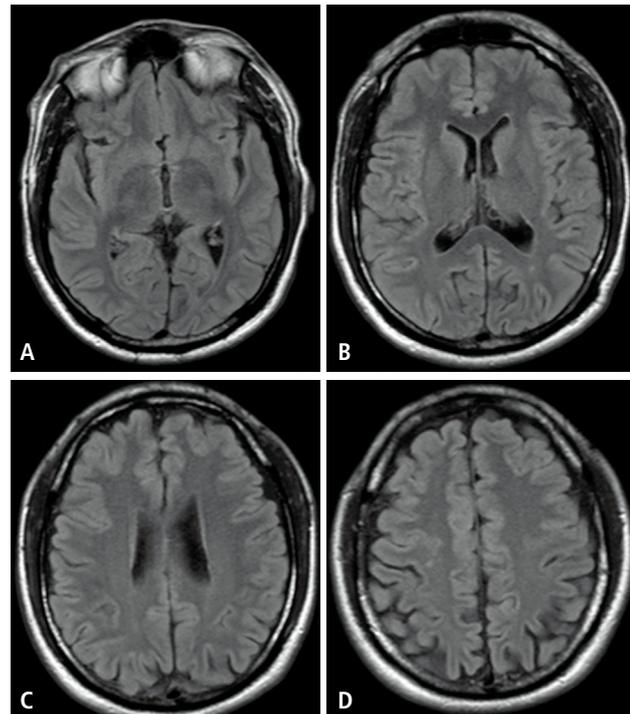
RM cerebral, secuencia FLAIR, es normal. No hay evidencia de lesiones cerebrales isquémicas antiguas o recientes (A-D).
